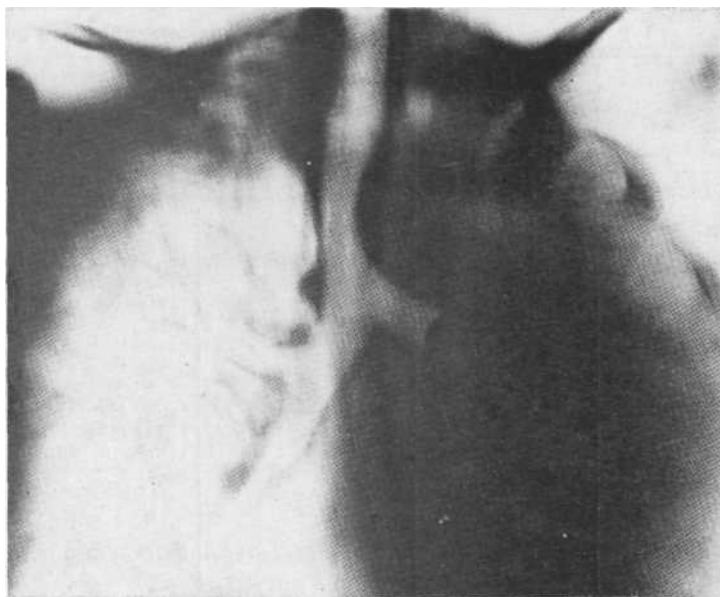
Томограмма в прямой проекции. Аневризма левой ветви дуги аорты, вызвавшая ателектаз левого легкого. Характерная культя левого главного бронха.
